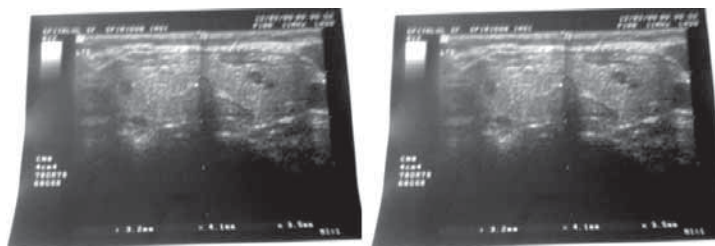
Imaginea ecografică a tiroidei (lob stang, lob drept)
